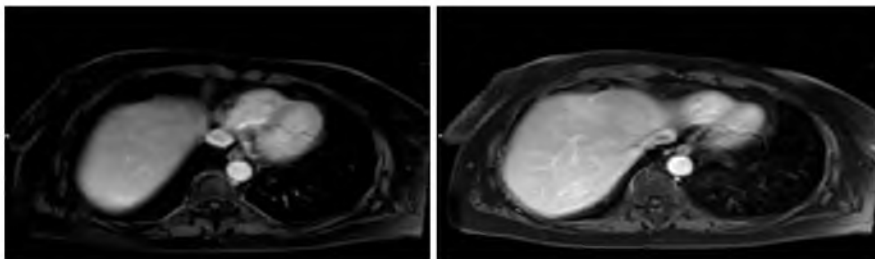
МРТ ОБП с КУ от 01.03.2024 (через 10 месяцев после SBRT) В сравнении с МРТ от 01.03.2024 - динамика положительная, регресс очагов в печени.
